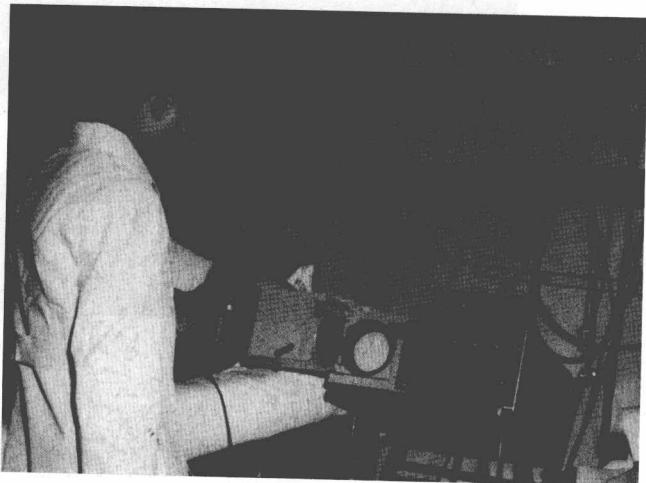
早期应用 Polaroid 照相机记录超声心动图的 M 型超声心动图仪
